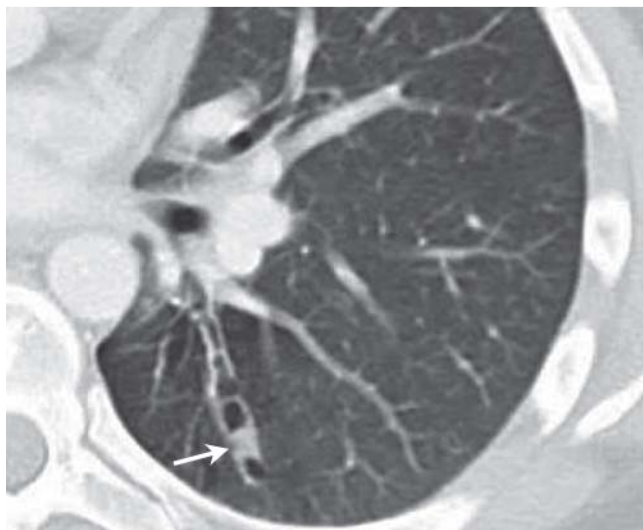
CT mit Mukoidimpaktion: Weichteildichte Strukturen (Pfeil) im Bronchiolumen in einer zylindrischen Bronchiektase.
